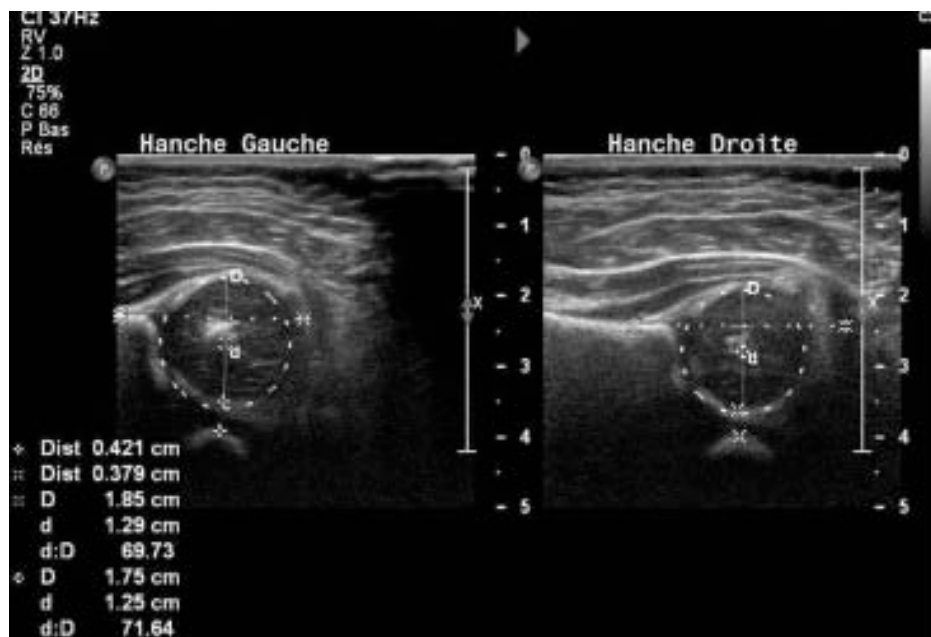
Échographie de la hanche en coupe frontale externe de référence.
